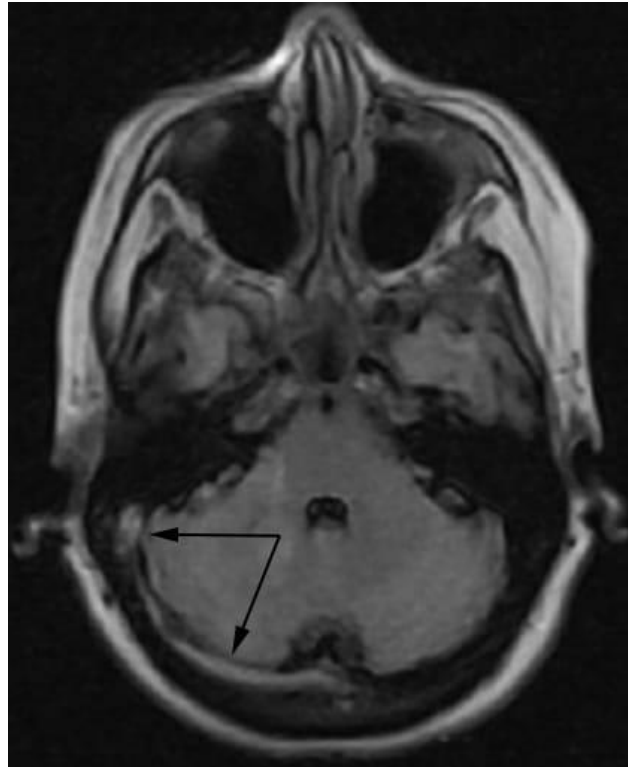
Resonancia de cráneo, simple, T1, axial con tortuosidad del sistema venoso; imagen hiperintensa, extraaxial derecha, que se extiende en la proyección del seno transverso y sigmoide derecho (flecha).
